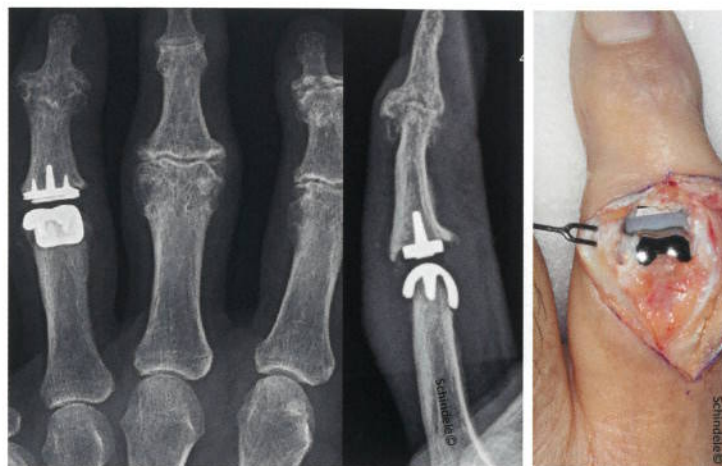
Oberflächenersatz am PIP-Ringfinger: Röntgenbild 3 Jahre nach Implantation und korrekter Achsausrichtung. Rechts: intraoperativer Befund.
